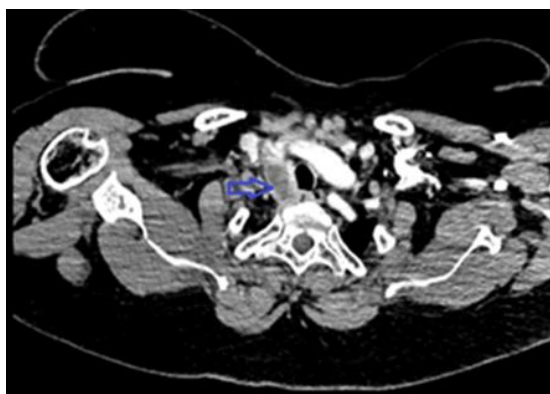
TDM cervicale après injection de produit (au temps artériel) en contraste coupe axiale : Rehaussement hétérogène d'une formation parathyroïdienne droite (flèche bleue)
